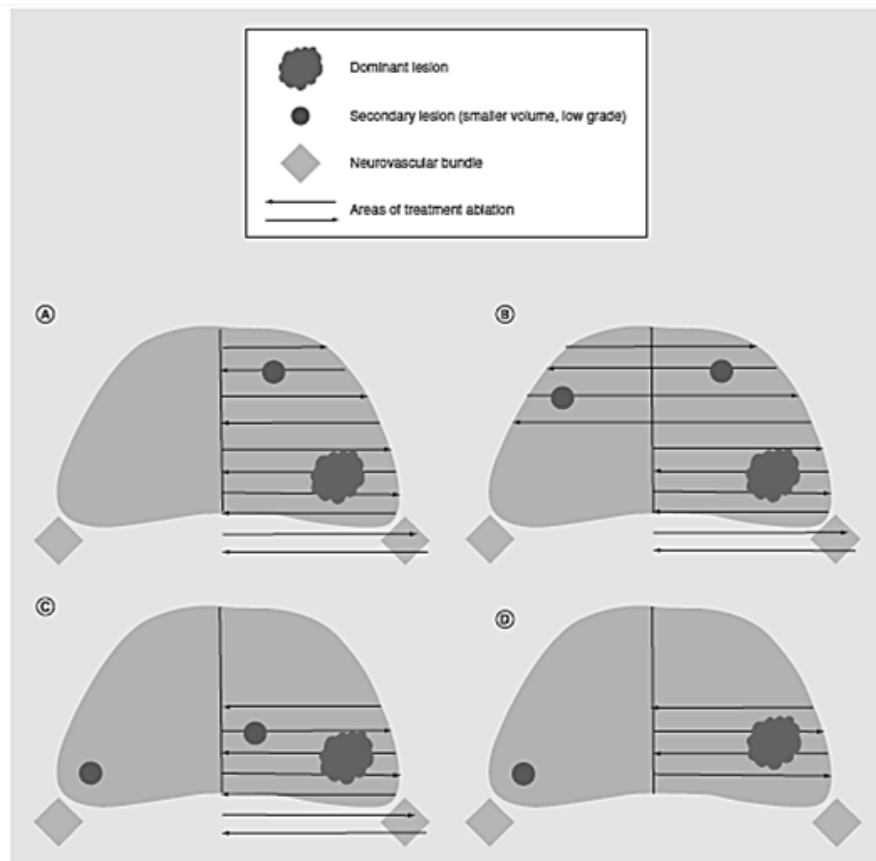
Técnicas de ablação local. A) Hemi-ablação; B) Ablação extensa; C) Ablação do quadrante; D) Ablação focal. Adaptado de *MRI-guided focal therapy of prostate cancer*.(6)
